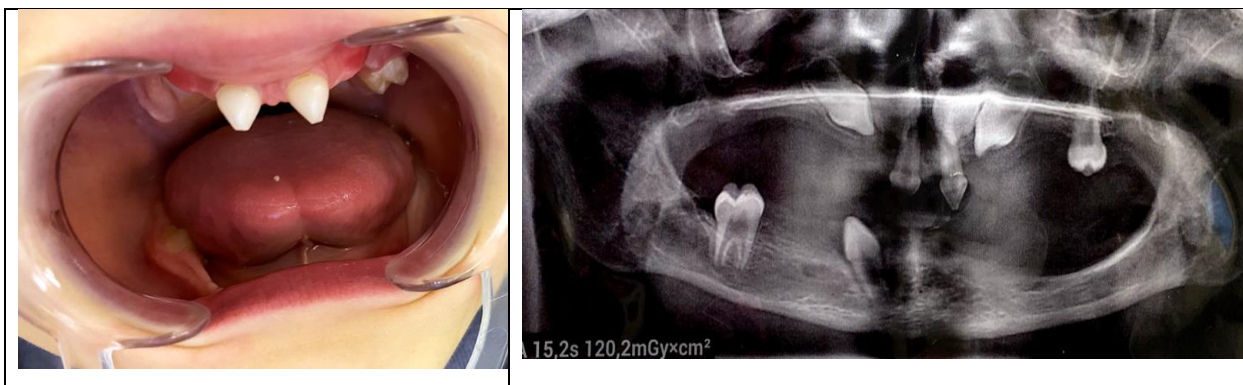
Клинический осмотр пациента с ЭД: резцы шиповидной формы	Рис.2 Рентгенологическое обследование пациента с ЭД
